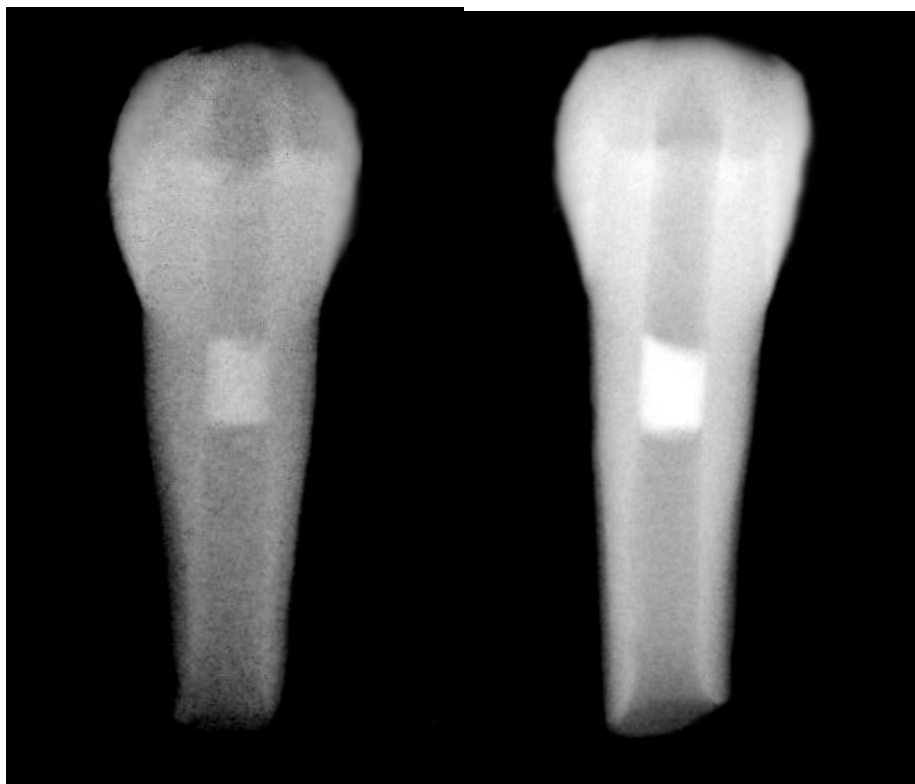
Radiografías donde se observa la presencia de MTA en los conductos, colocado según el protocolo establecido.
